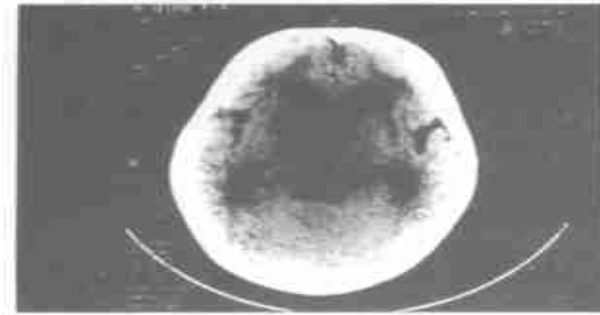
横断面 CT 平扫示右侧基底节见片状低密度影,边界不清,右侧脑室前角受压,第四脑室出口梗阻,并间质性脑水肿
